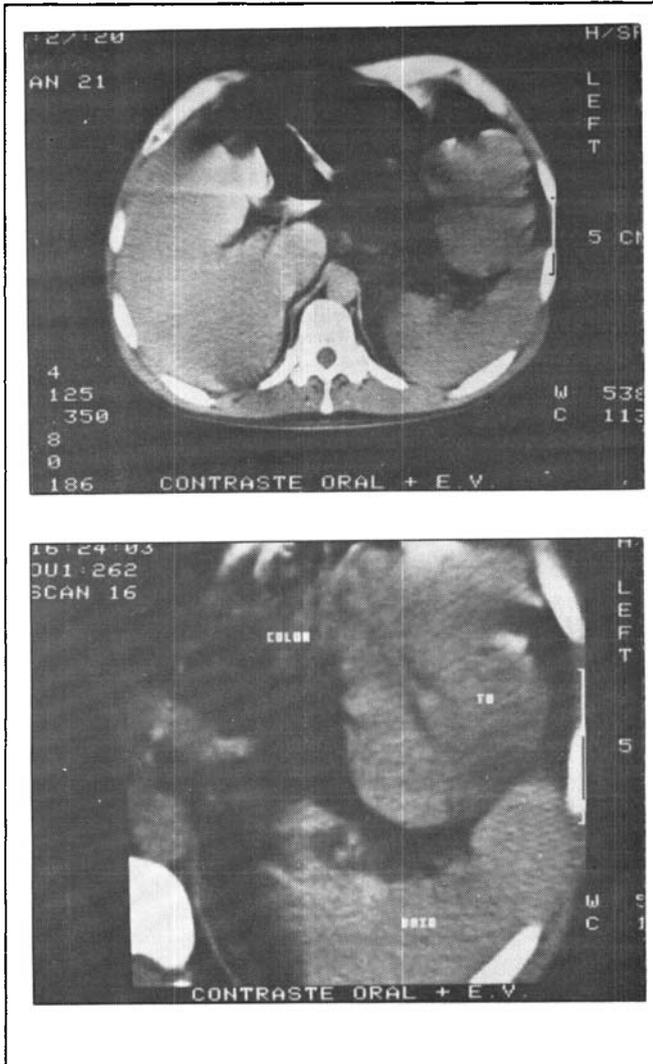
A Tomografia Computadorizada demonstra tumor no ângulo esplênico do cólon, sem infiltração nas áreas vizinhas.
